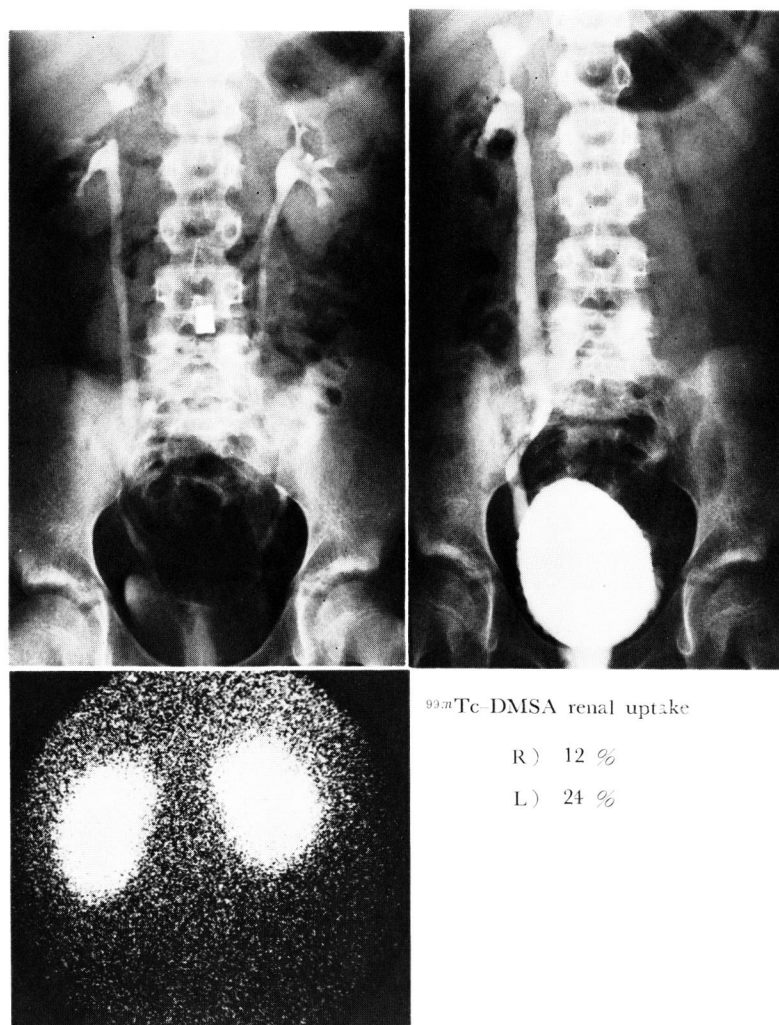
Postoperative IVP (upper left), VCG (upper right) and renal scintigram (lower left) in the case M.N. with a recurrence of right VUR.
